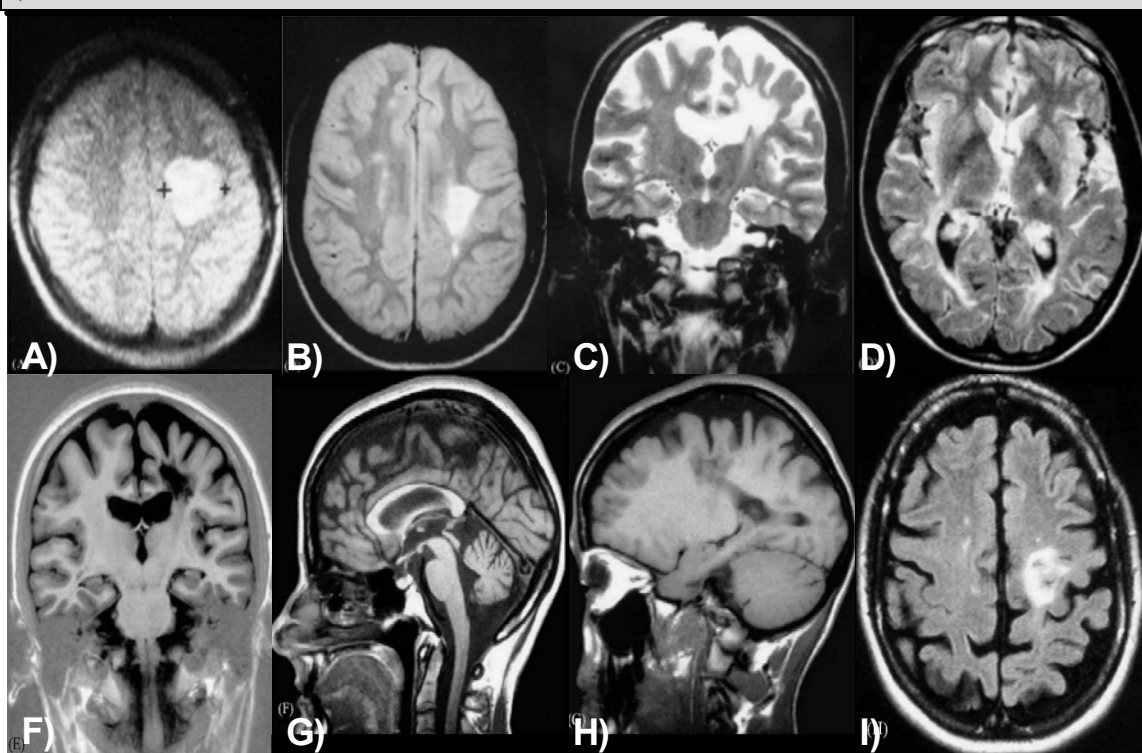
Resonancia magnética craneal. Se objetivan varias lesiones hipointensas en secuencias sagitales T1 (A) en la corona radiada izquierda. B) Se aprecia una lesión coronal izquierda periventricular hiperintensa en T2. C) Aparecen lesiones en la sustancia blanca en secuencias axiales T2. D) Se muestra un aumento de captación de gadolinio en la corona radiada izquierda. Imágenes amablemente cedidas por la Dra. de Andrés
